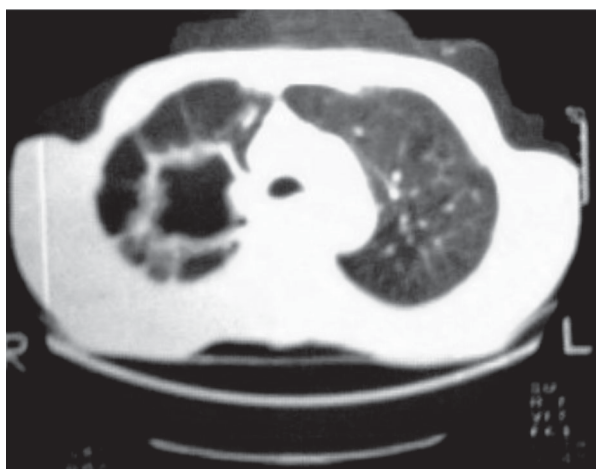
Paciente nº 4. TAC: Cavidad de pared gruesa en hemitórax derecho, nodulillos en pulmón contralateral (enfermedad por MAC).
